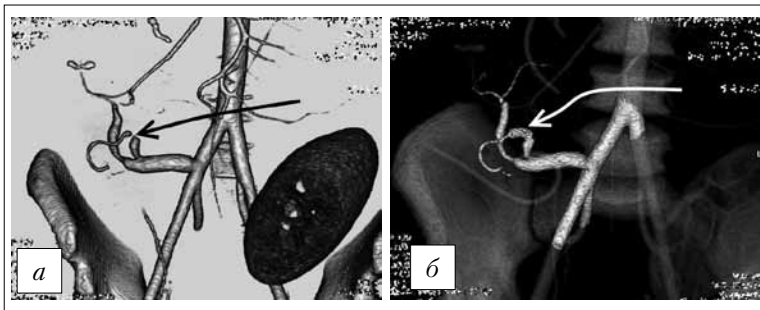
КТ-ангиография: *а* — критический стеноз в области реконструкции селезеночной артерии ТПЖ (указан стрелкой); *б* — восстановленный просвет артерии после эндоваскулярного вмешательства (стентирования)
